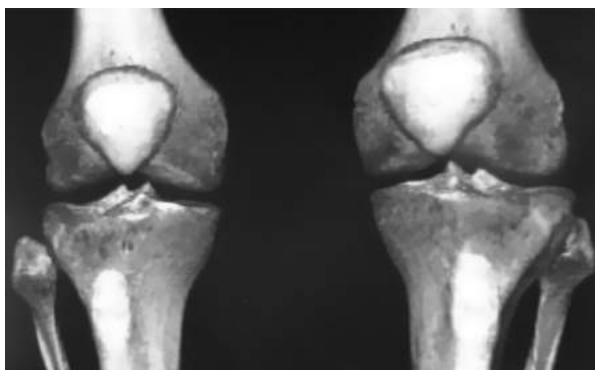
Comparative CT scan of both proximal tibiofibular joints confirmed the clinical and radiographic findings
